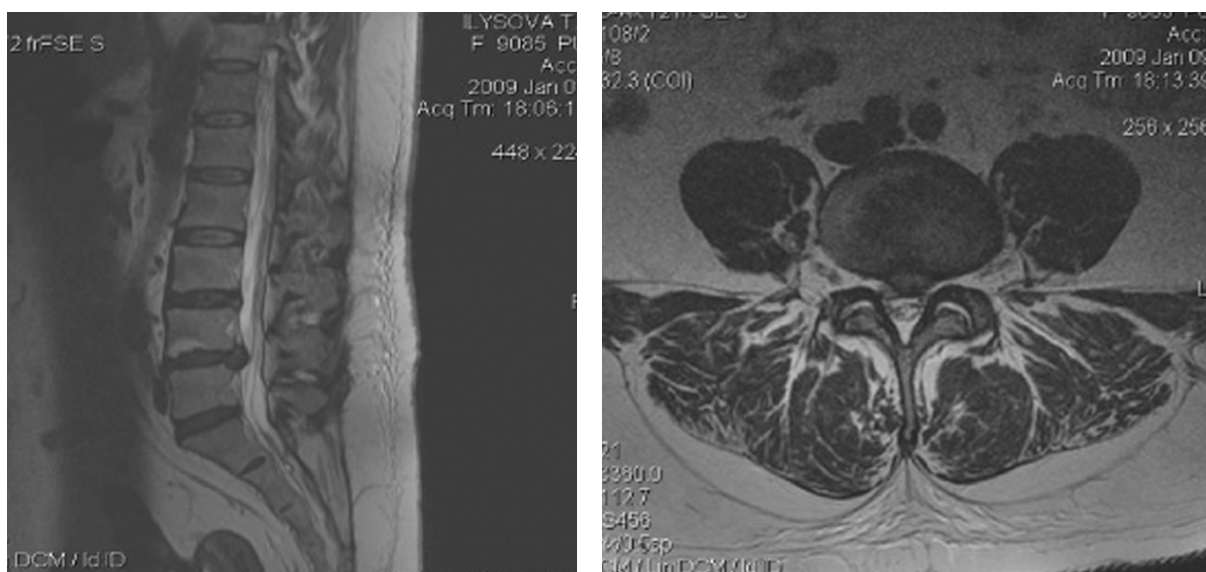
МРТ в сагиттальной и аксиальной плоскостях
